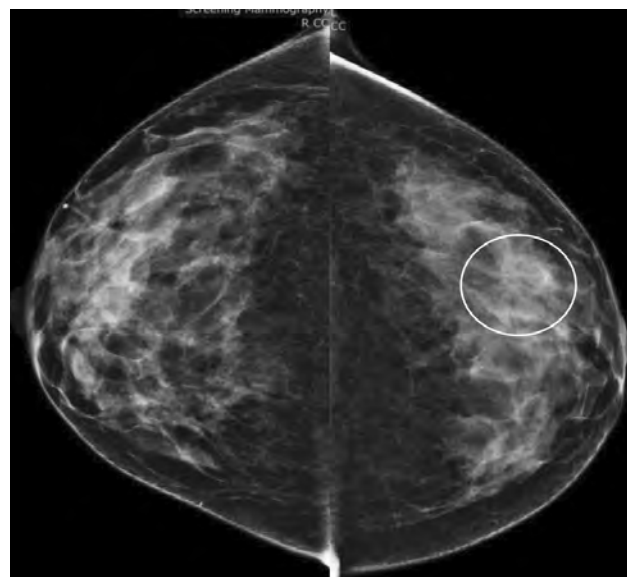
Випадок 3: Стандартна рентгенівська мамографія в прямих проекціях. Ділянка деформації матричного рисунку у латеральних квадрантах лівої ГЗ (біле коло).
